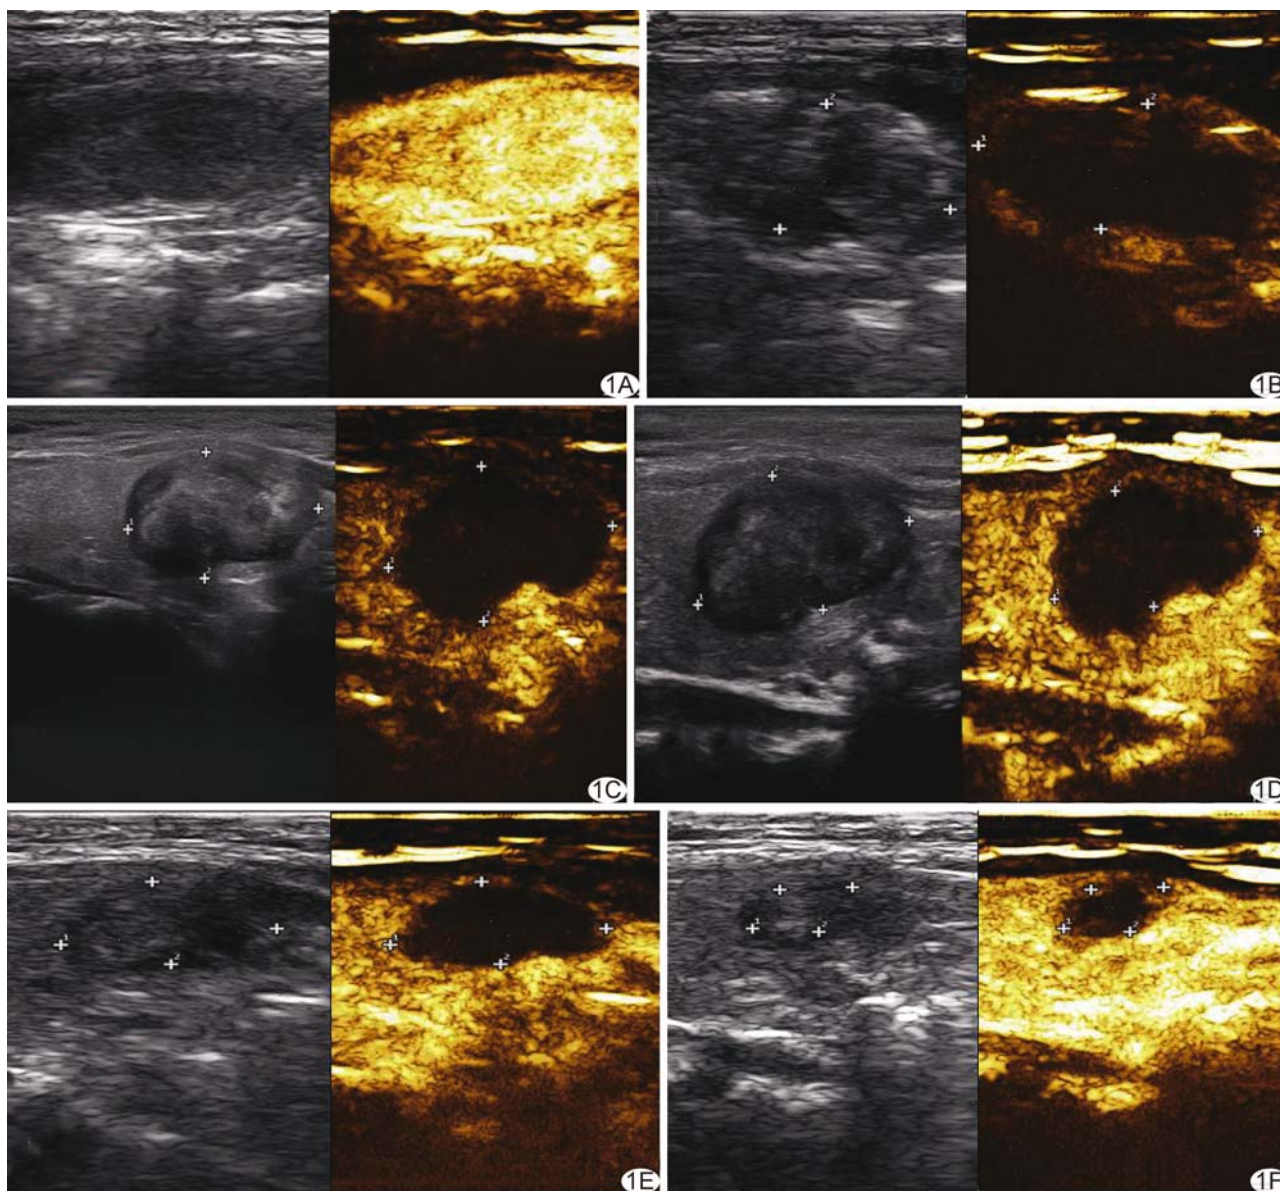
患者女, 54 岁, 甲状腺右叶良性结节, 接受 MWA 治疗 A. 术前二维超声声像图(左)示病灶呈椭圆形低回声, 边界清晰, CEUS(右)呈均匀高增强; B. 术后即刻结节被气化区覆盖(左), CEUS 呈无增强(右); C~F. 分别为术后 1(C)、3(D)、6(E)、12(F)个月二维超声声像图(左)及 CEUS 图(右), 病灶体积逐渐缩小
